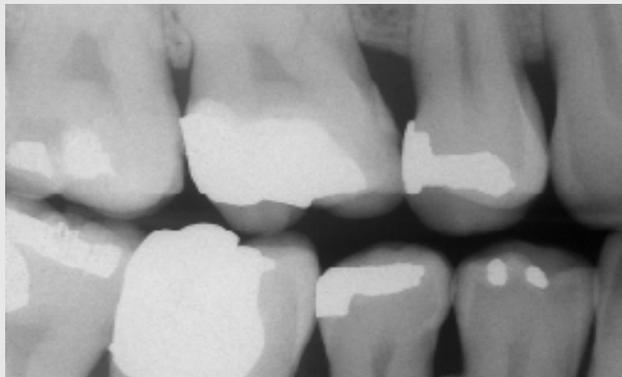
Radiografia interproximal, prévia ao tratamento restaurador, mostrando cárie na superfície mesial do (16) primeiro molar superior direito.
